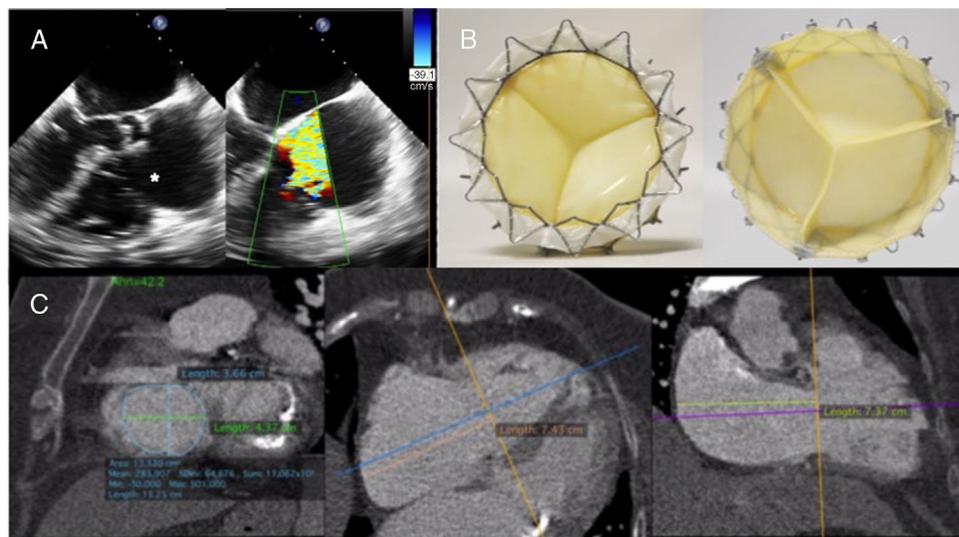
Estudio de imagen. A: ecocardiograma transesofágico que muestra insuficiencia tricuspídea grave con separación (asterisco). B: prótesis GATE. C: estudio de tomografía computarizada para medición del anillo tricúspideo.
